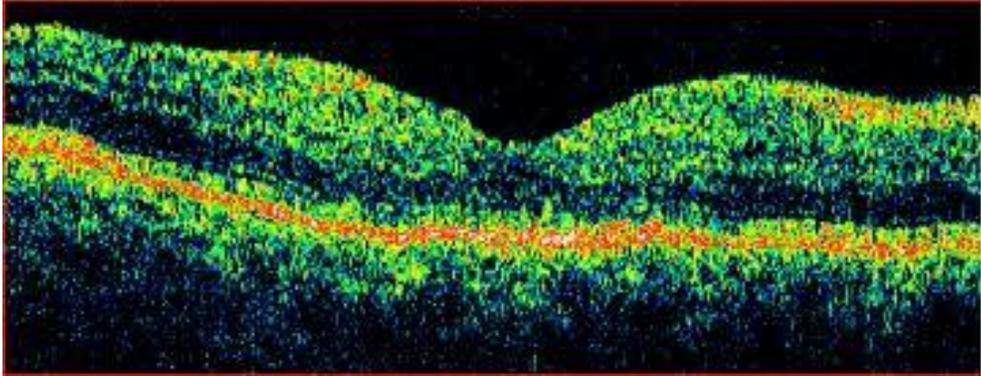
E 1: Fotografía de tomografía de coherencia óptica con engrosamiento simple, afecta capas de retina externa sin espacios cistoides.
